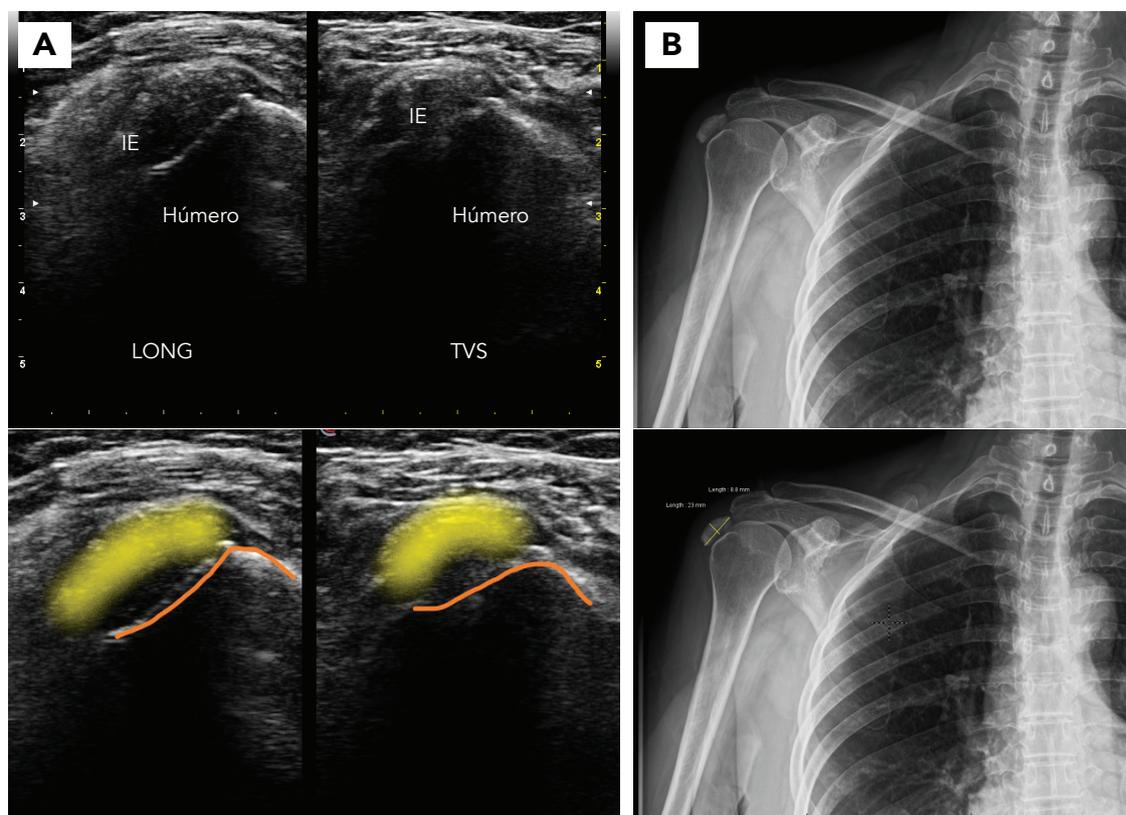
A) Ecografía inicial de hombro derecho, donde se observa la calcificación en inserción humeral del infraespinoso y en ambos cortes (longitudinal y transversal); B) Radiografía de hombro derecho donde se observa densidad ósea disminuida, calcificación a nivel adyacente a la tuberosidad mayor del húmero, impresiona en partes blandas. Ampliación del espacio glenohumeral. Se realizó la medición de la calcificación.
